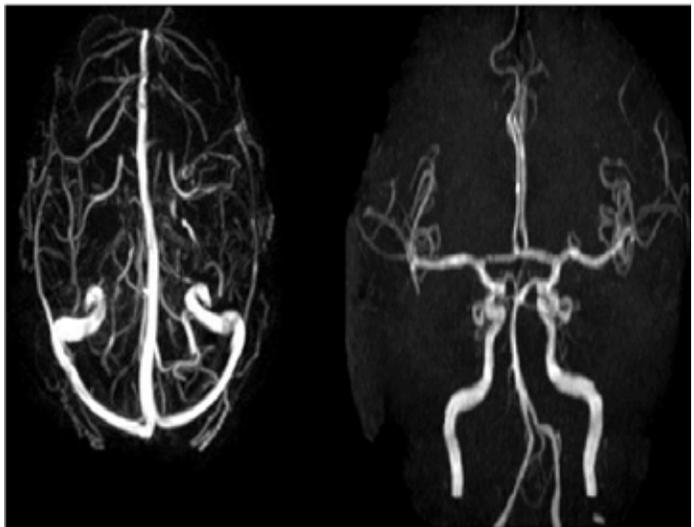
Angiorresonancia normal
